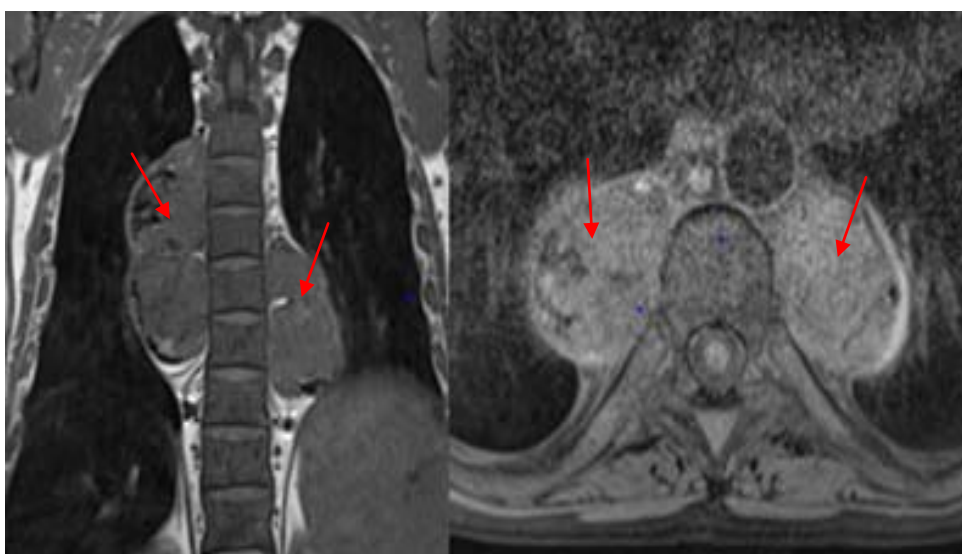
IRM thoracique en séquences T1 ,coronale et axiale fat sat : Masses médiastinales para vertébrales bilatérales(fléche rouge) comblant les gouttières costo-vertébrales, hétérogènes sièges de quelques zones graisseuses chez un patient suivi pour anémie chronique sans extension endo canalaire→hématopoïèse extra médullaire.
